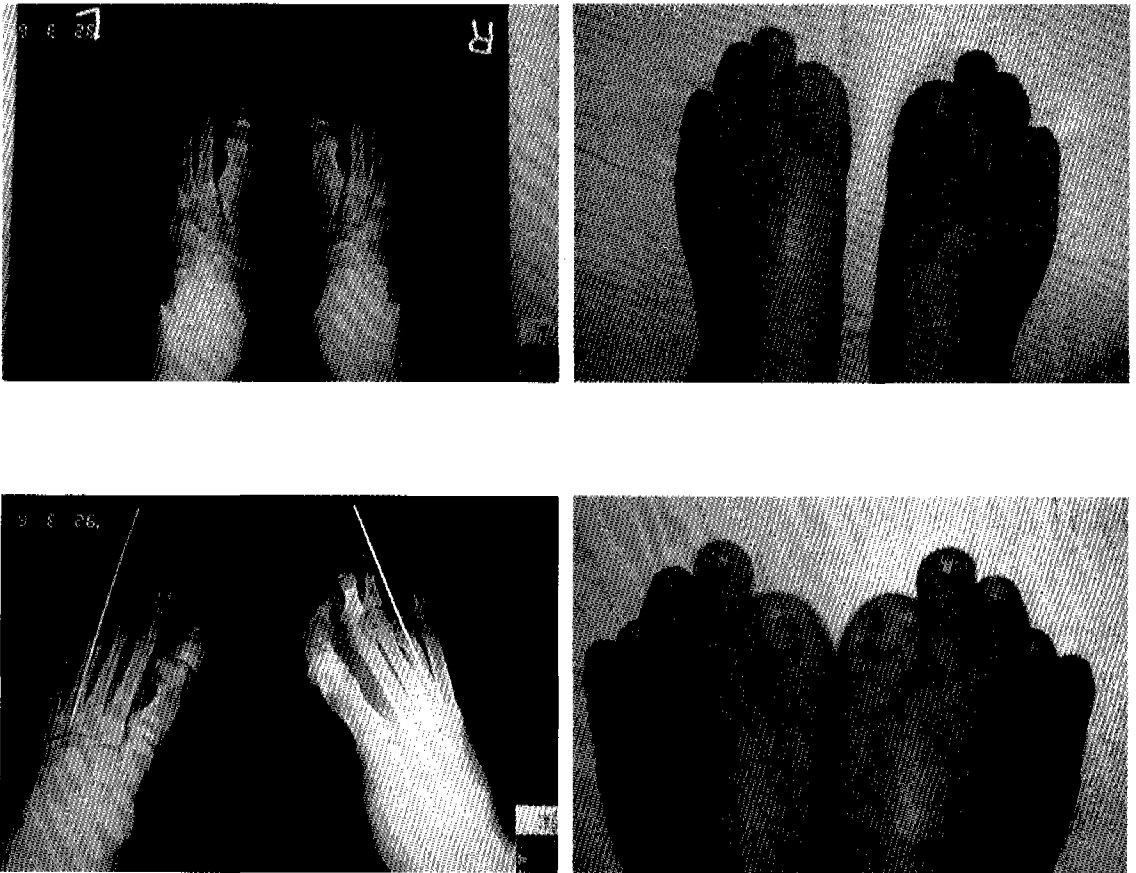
( Above, Left) Preoperative radiograph showing shortness of 1st and 4th metatarsal in case 2.( Above, Right) A photograph of brachymetatarsia. (Below, Left) Postoperative radiograph showing bone graft with K-wire fixation.(Below, Right) The result of operation after 4 months.
